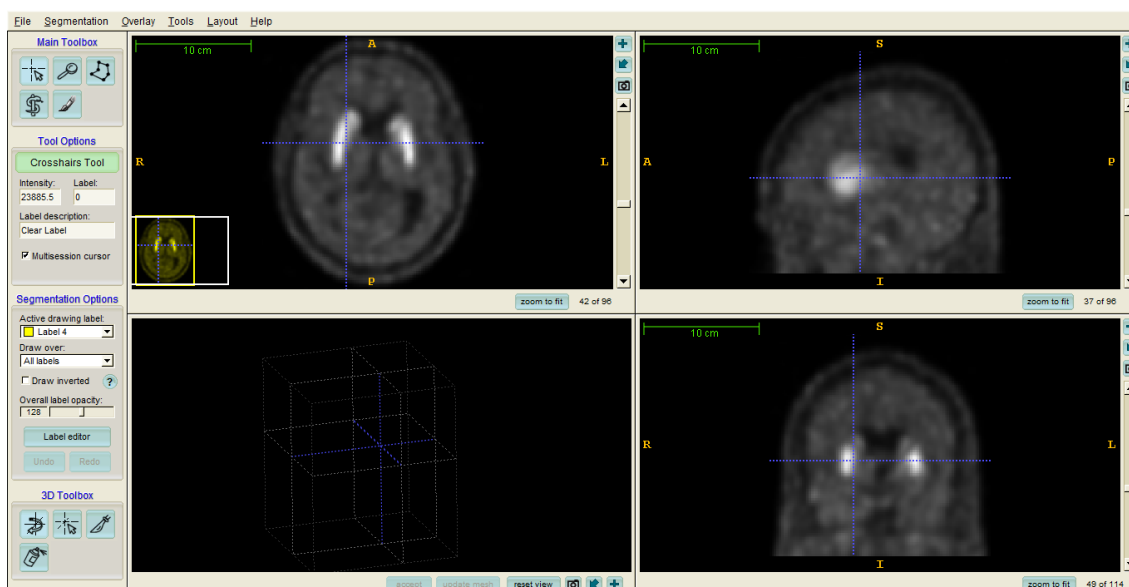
Imagem soma (0 aos 90 minutos) de um estudo PET dinâmico utilizando ^{11}C -RAC.
